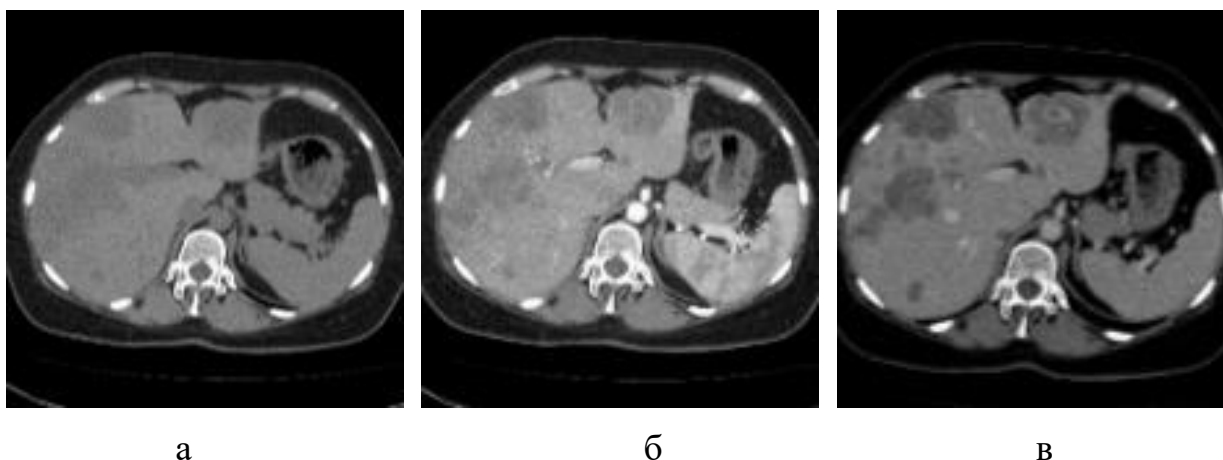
МСКТ печени пациента с метастазами колоректального рака в печень, аксиальные плоскости: а - нативная фаза, б - артериальная фаза, в - портальная фаза. Определяется билобарное множественное поражение печени – слабое кольцевидное накопление контрастного препарата в артериальную фазу, гиповаскулярные очаги в венозную фазу
